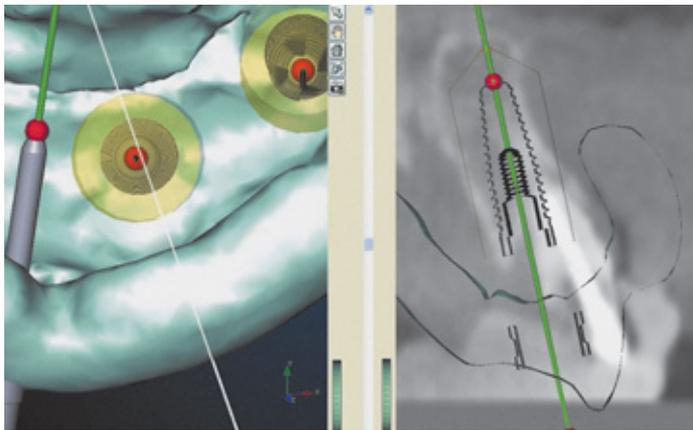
In der zweiteiligen Röntgenschablone finden die Führungshülsen vollständige Verankerung im Kunststoffmaterial.
